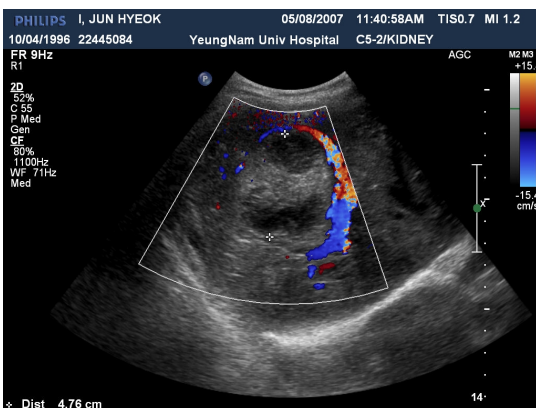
Ultrasonography on hospital day #2 shows about 5 cm sized cystic lesion containing irregular heterogeneous internal echoes in right lobe of liver.
